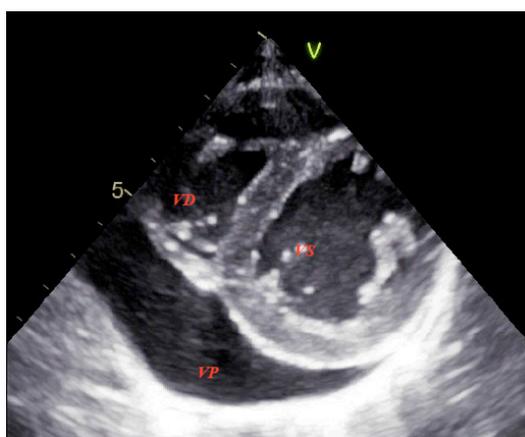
Ecocardiografia, proiezione dell'asse corto (VD: ventricolo destro; VS: ventricolo sinistro; VP: falda di versamento pericardico postero-mediale).
